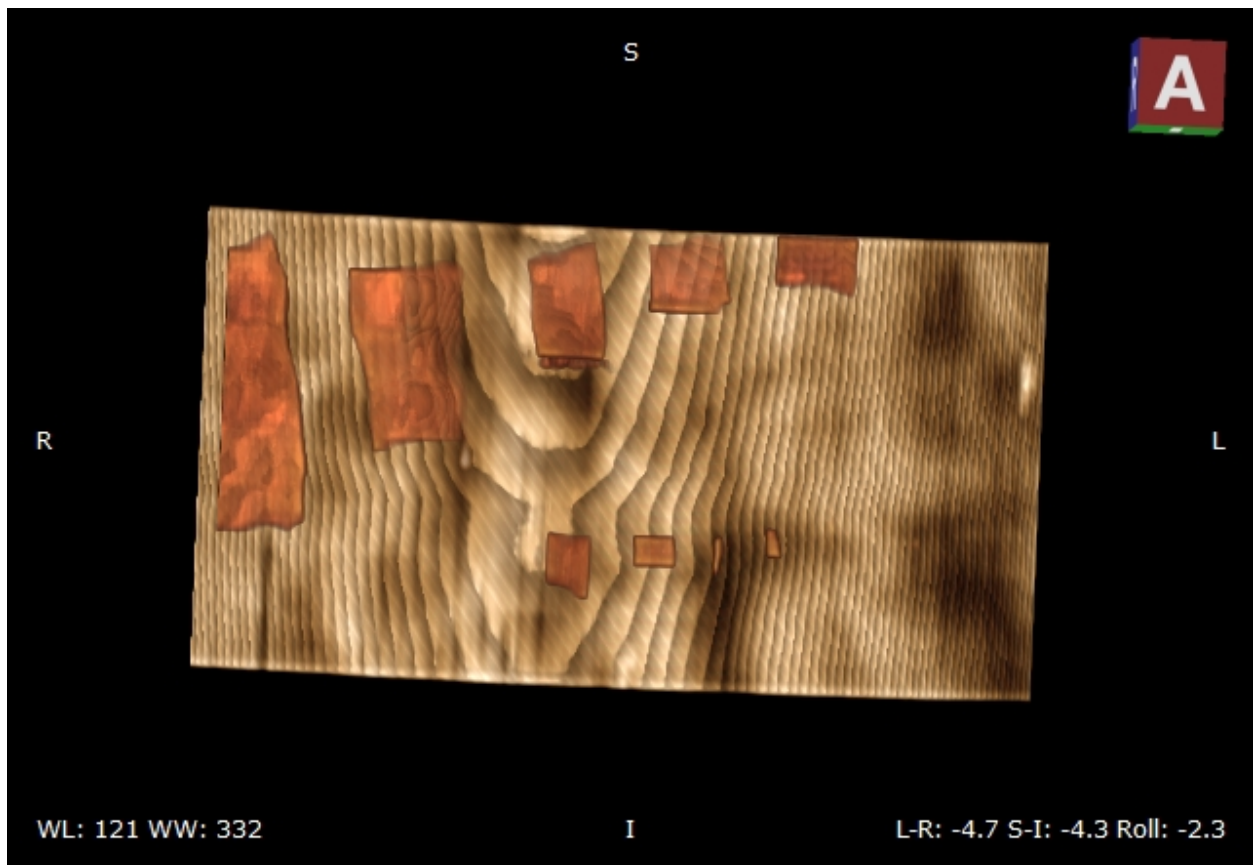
3D-ανασύνθεση προσώπου από εικόνες MRI. Στην πάνω εικόνα έχουν χρησιμοποιηθεί μεσοδιαστήματα 1mm μεταξύ διαδοχικών εικόνων (slice thickness), Στην κάτω εικόνα έχουν χρησιμοποιηθεί μεσοδιαστήματα 0.7mm. Παρατηρούμε ότι στην πάνω εικόνα υπάρχει ένα 'σκαλοπάτι' μεταξύ δύο διαδοχικών εικόνων, ενώ η κάτω εικόνα χαρακτηρίζεται από περισσότερη λεπτομέρεια με πιο ομαλές επιφάνειες.
